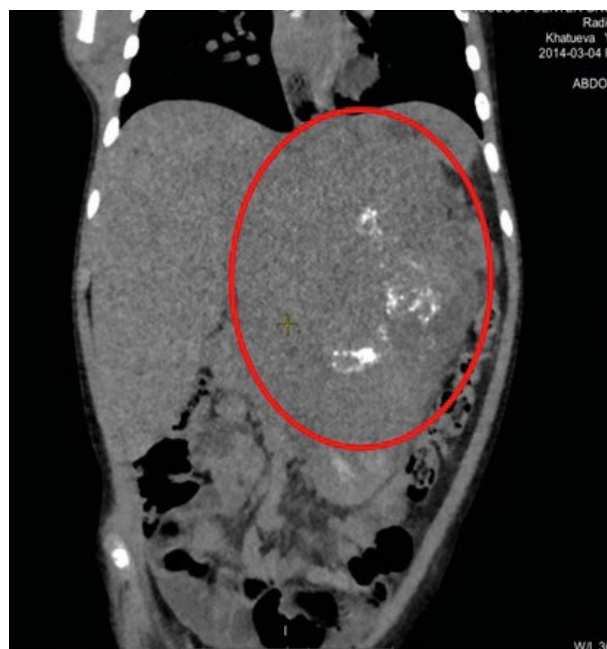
Снимки компьютерной томограммы до 6 курсов полихимиотерапии пациента К. Первичная распространенность опухоли до индукционной полихимиотерапии.
